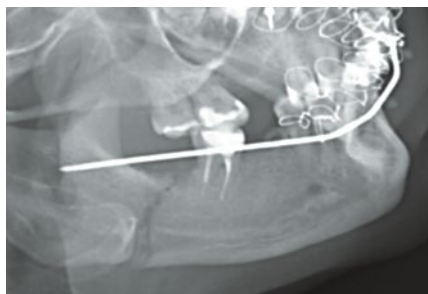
Контрольная рентгенограмма нижней челюсти в правой боковой проекции: стояние отломков визуализируется; смещение дистального фрагмента по высоте устранено; сохраняется небольшой диастаз между отломками, что обусловлено интерпозицией жевательной мышцы [Fig. 5. Control X-ray of the lower jaw in the right lateral projection: The standing of the fragments is visualized; displacement of the distal fragment in height has been eliminated; a small diastasis remains between the fragments, which is due to the interposition of the masticatory muscle]
